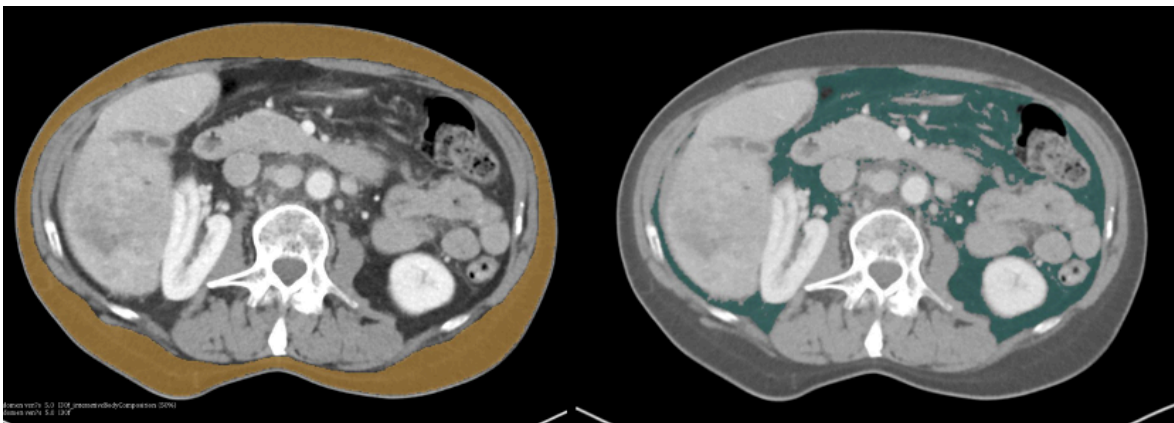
Beispiel Segmentierung des Fettgewebes im 3D Slicer: Links gelb markiert ist das subkutane Fettgewebe innerhalb einer CT-Schicht auf Höhe von LWK3, zur Grundlage der Berechnung des SATI, Rechts grün markiert ist das viszerale Fettgewebe innerhalb einer CT-Schicht auf Höhe von LWK3, zur Grundlage der Berechnung des VATI (CT = Computertomografie, LWK3 = dritter Lendenwirbelkörper, SATI = Index für subkutanes Fett auf Höhe des dritten Lendenwirbelkörpers, VATI = Index für viszerales Fett auf Höhe des dritten Lendenwirbelkörpers)
